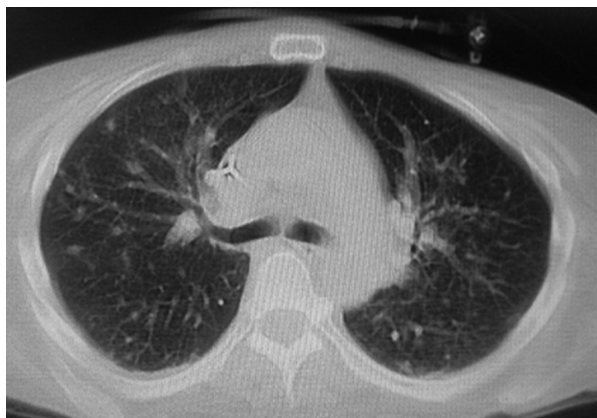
Tomografía de tórax control a las 3 semanas del inicio del cuadro.
